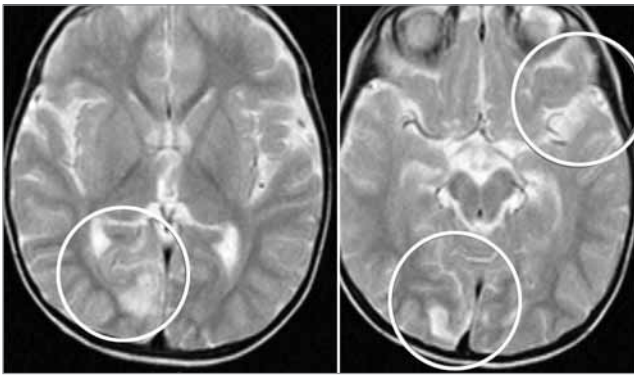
МРТ головного мозку дитини з мутаціями гена POLG. Ознаки інсультподібних епізодів у правій потиличній та лівій скроневій ділянках
